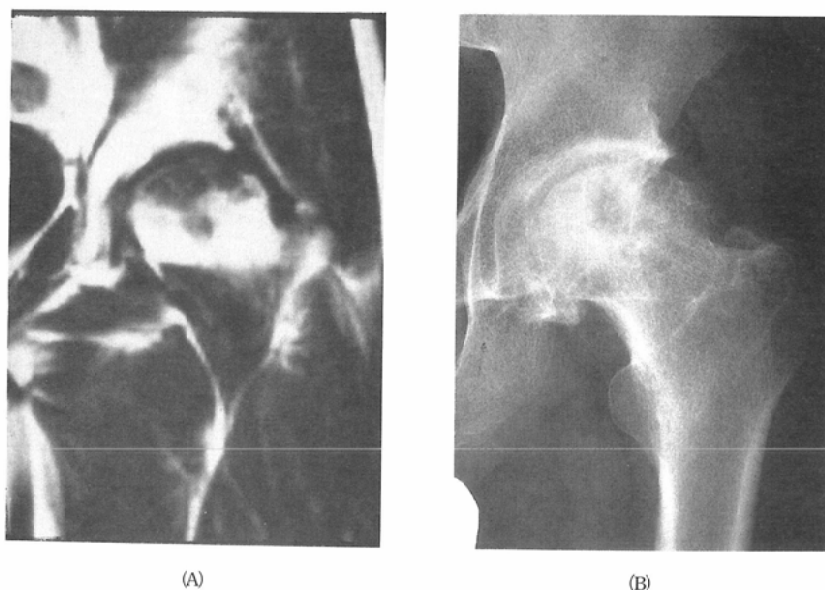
Coronal spin echo MR image (A): 600/28/2) shows a well-defined area of low signal intensity, which does not contain high signal. The image is consistent with class III. The corresponding radiograph (B) shows avascular necrosis associated with secondary degenerative changes (stage IV).
